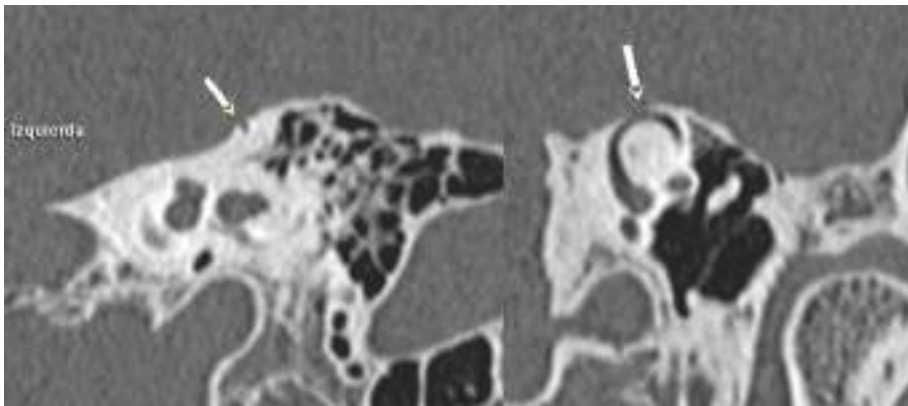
Figura A y B. Corte axial y coronal de TC peñasco izquierdo, que muestra dehiscencia del conducto semicircular superior (flecha).
